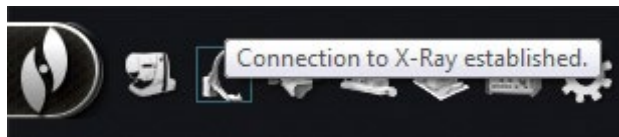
Infobulle affichant un résumé des messages d'état de radiographie
